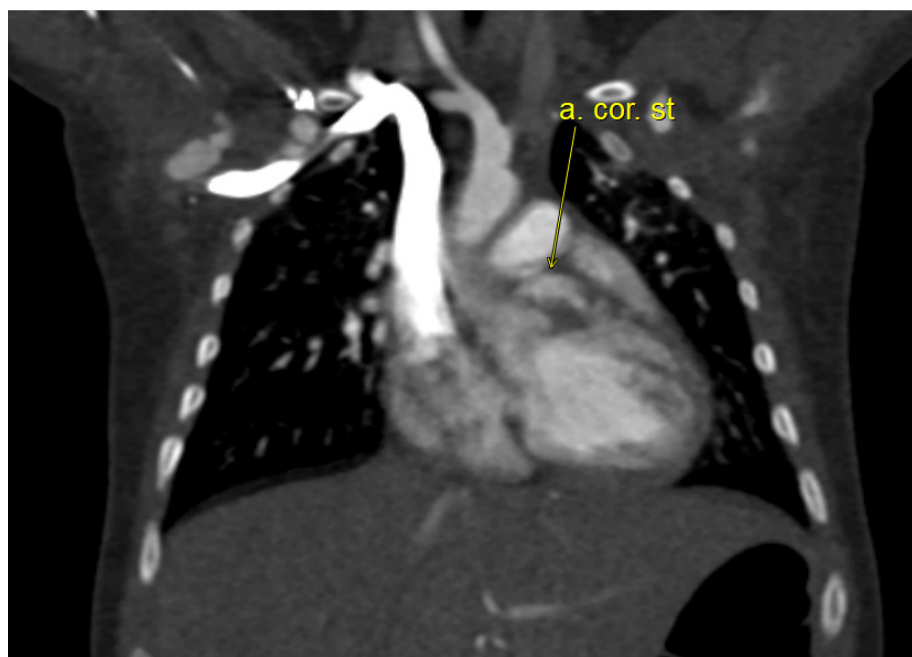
Angio-CT evidențiind un anevrism al arterei coronariene stângi.
